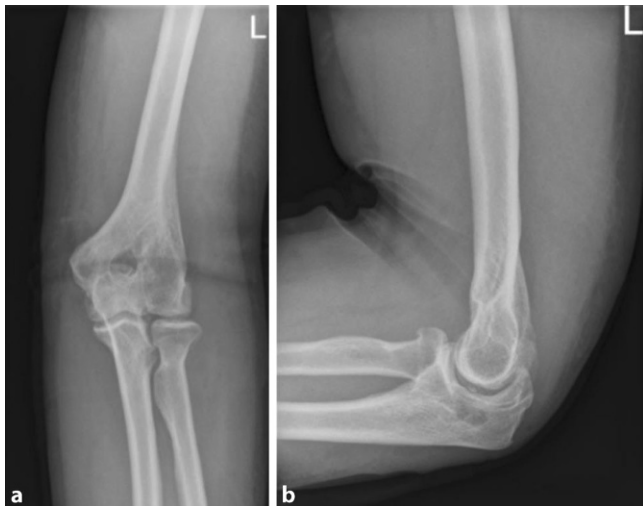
◀ a, b In der postoperativen, konventionellen Röntgenaufnahme des linken Ellenbogengelenks in 2 Ebenen zeigte sich eine vollständige Entfernung der freien Gelenkkörper
